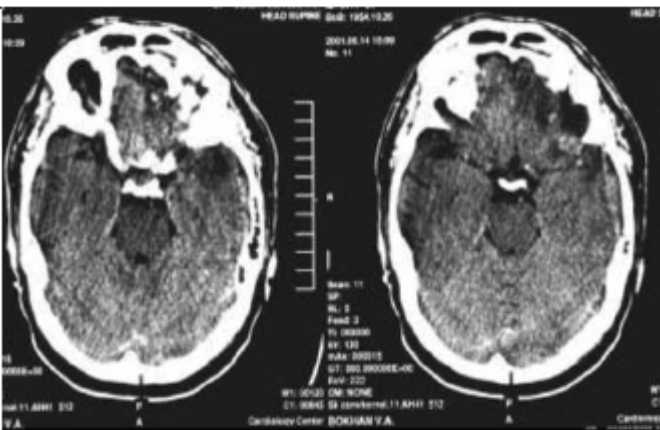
Рентгенограммы черепа больного Б. 52 лет (до и после резекционной трепанации черепа с удалением вдавленных отломков и эпидуральных гематом с обеих сторон)
